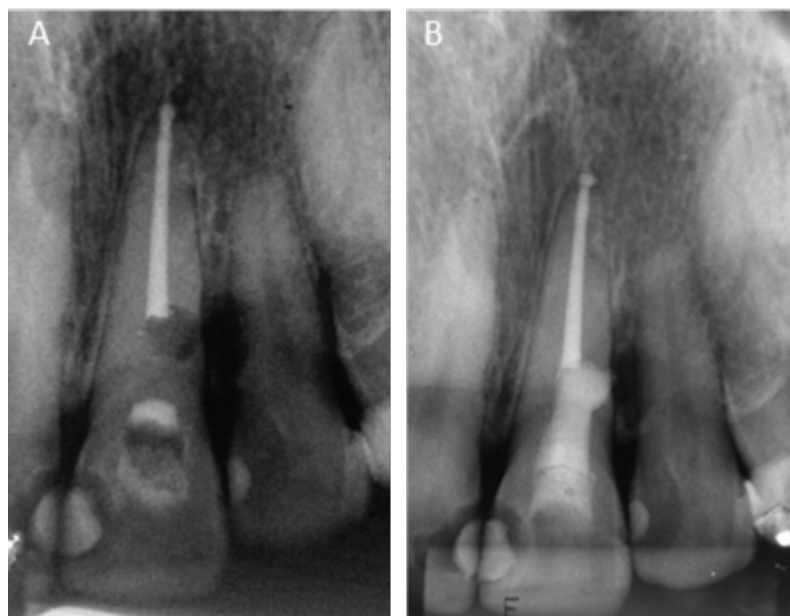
A) Radiografia periapical após a primeira sessão; B) Radiografia periapical final evidenciando obturação e selamento satisfatório
